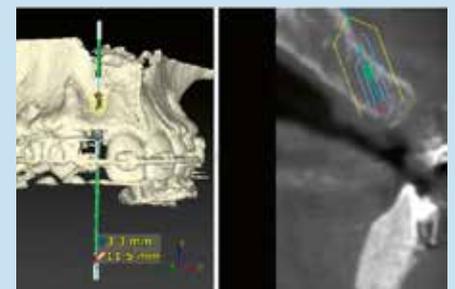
CBCT: hueso suficiente en la parte coronal y una concavidad en la parte media y apical
